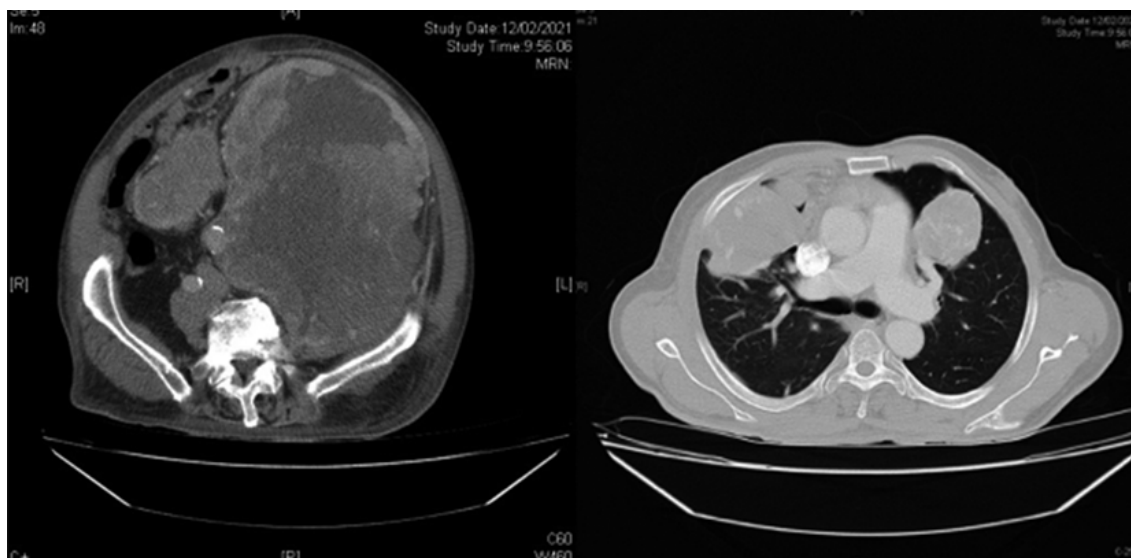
TC de abdomen y tórax realizada durante el ingreso hospitalario.
